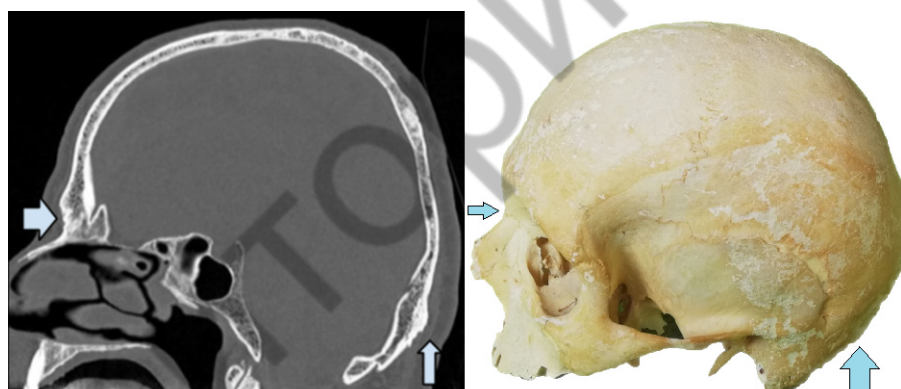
Вид КТ-исследования и анатомического образца в сагиттальной плоскости (стрелками отмечены назион и инион)
